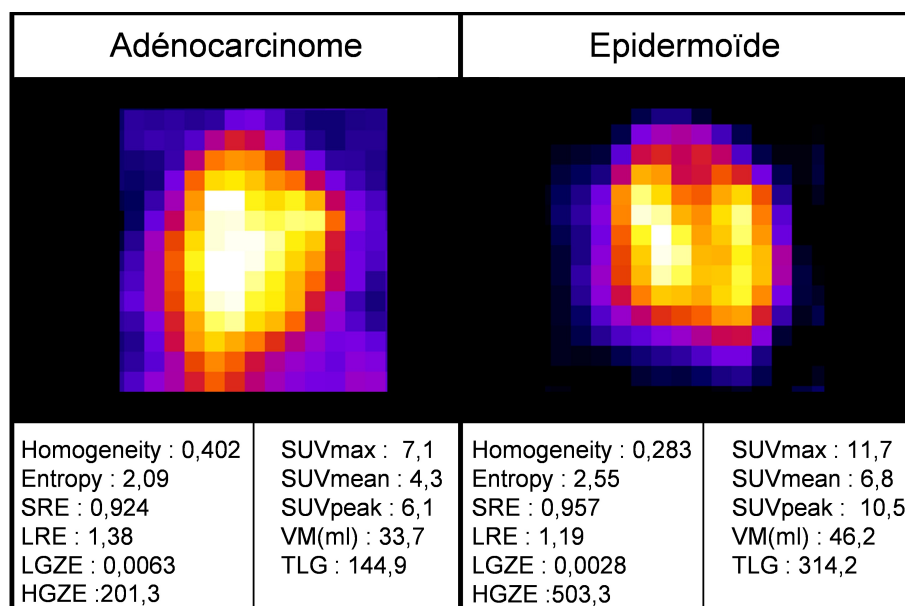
Exemple d’une lésion adénocarcinome et d’une lésion épidermoïde avec les index de texture associés (calculés après DA entre 0 et 20 unités SUV).
